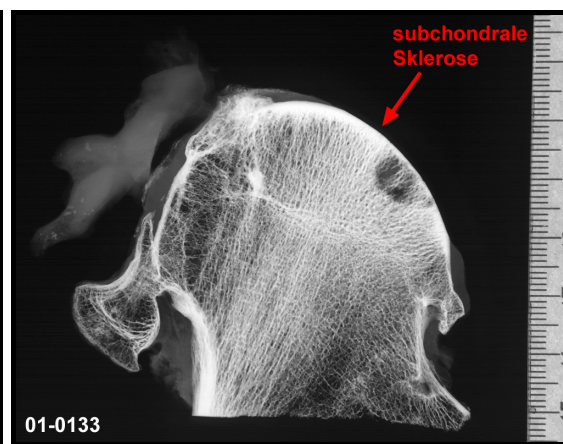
subchondrale Sklerose in der Kontaktradiographie (01-0133)
